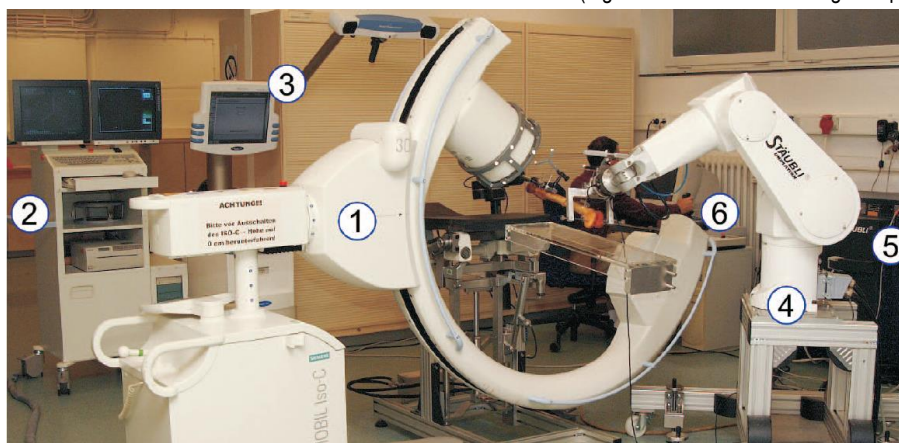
Вид на установку 3D-телеманипулятора. 1: Устройство для рентгеноסקопии. 2: Рабочая станция рентгеноסקопии. 3: Хирургическая навигационная система. 4: Робот RX 90. 5: Блок управления роботом. 6: Управляющий компьютер (ПК).
